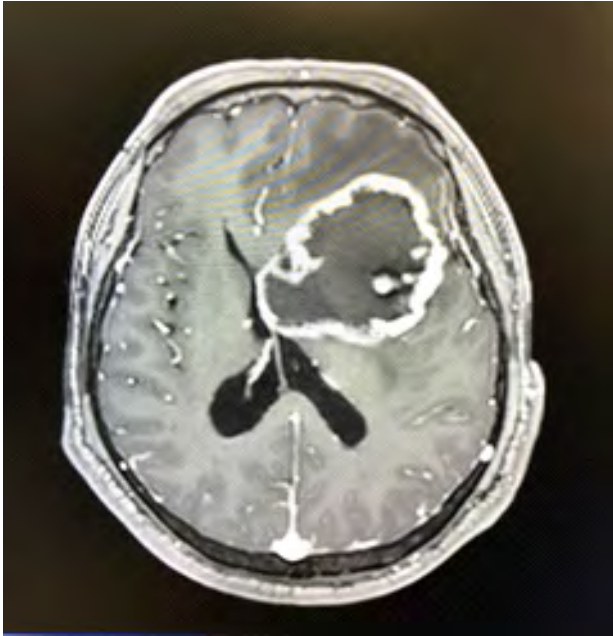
Imagen por resonancia magnética de cráneo ponderada en secuencia T1 activada con gadolinio en corte axial, la cual demuestra una lesión heterogénea bien circunscrita con centro hipointenso y reforzamiento periférico a nivel del lóbulo frontal izquierdo.
